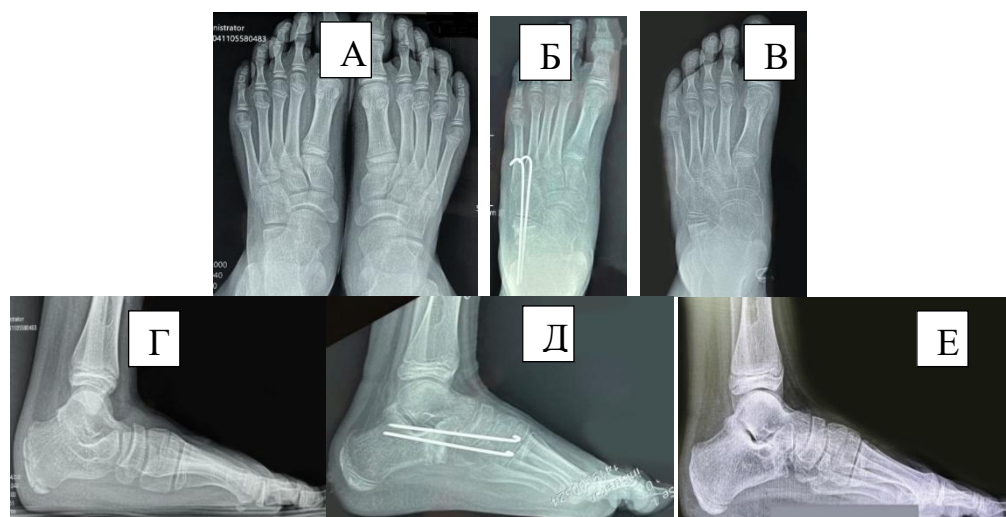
Пациент П., 12 лет. Рецидив, после лечения ВВТ по Доббсу с ЛМР. А – рентгенограмма стоп в прямой проекции до лечения. Б, Г – после операции Эванса левой стопы, в момент фиксации спицами. В, Е – левая стопа через 4 месяца после лечения
